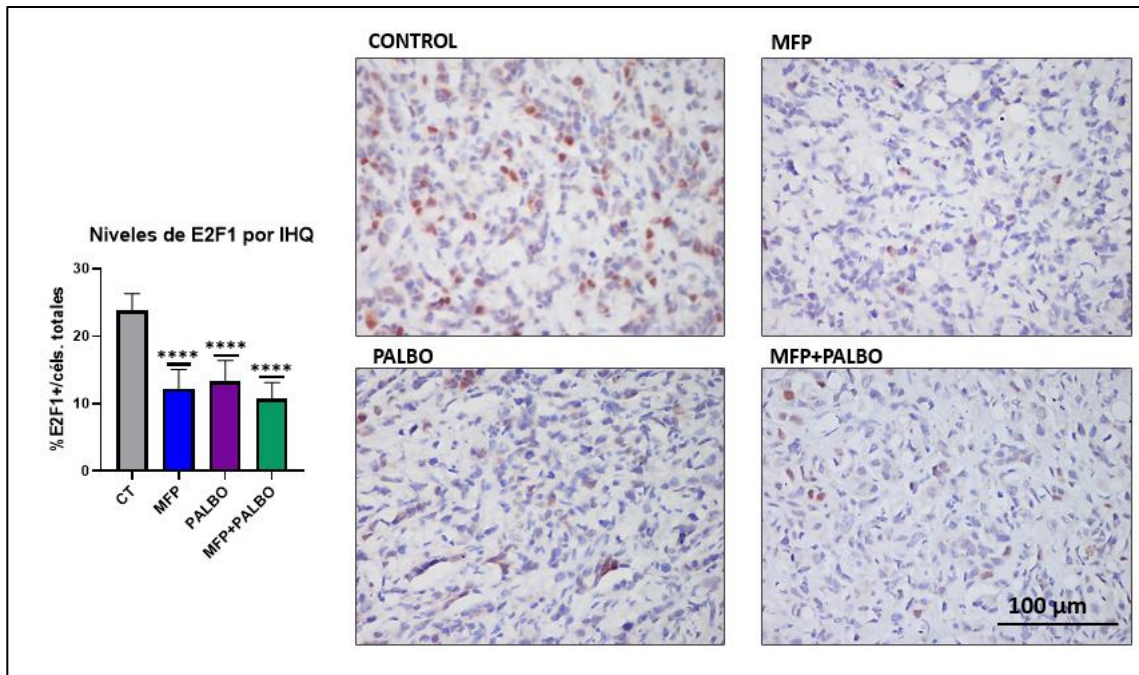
Figura R-31. Efecto de las terapias simples o combinada con MFP y PALBO sobre los niveles de E2F1 y la fosforilación de RB en tumores T47D-WT. Imágenes representativas de las IHQ para pRB (arriba) y E2F1 (abajo) de los tumores tratados con palbociclib (PALBO; 20 mg/kg/día sc.), mifepristona (MFP; 0,5 mg/pellet sc.) o la combinación por 21 días. Contratación: Hematoxilina. Izquierda: Se cuantificaron las células tumorales positivas para la marca en función del total de células por campo. Se muestra la $\bar{X} \pm DE$ de 10 campos tomados al azar. CT: Control. : $p < 0,01$; *: $p < 0,001$; : $p < 0,0001$.
